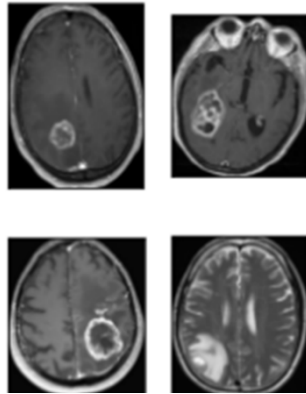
經 Standard 處理的 MRI 影像
